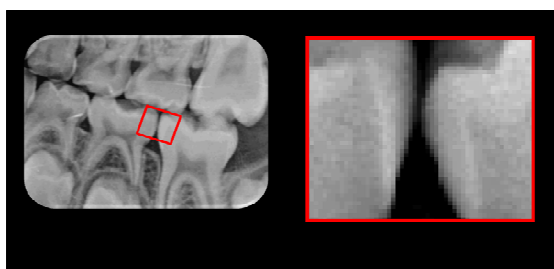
Aumento de uma radiografia interproximal digital mostrando os *pixels*.
